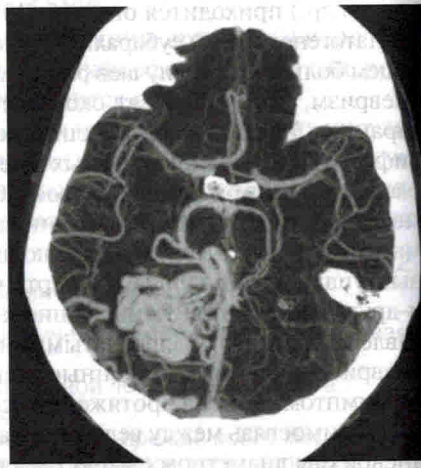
КТ-ангиография АВМ.
